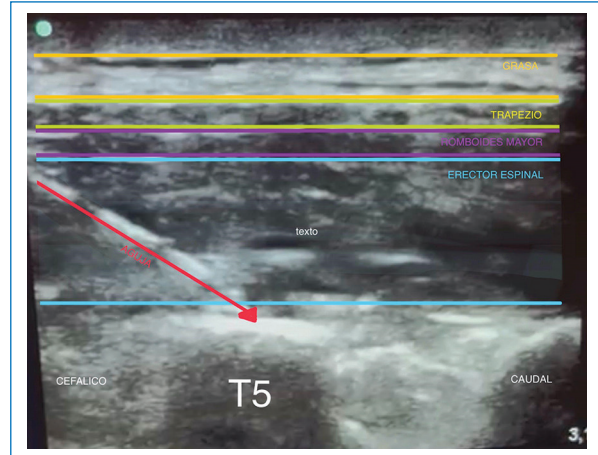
Disposición ultrasonográfica de región torácica para bloqueo erector de la espina.
